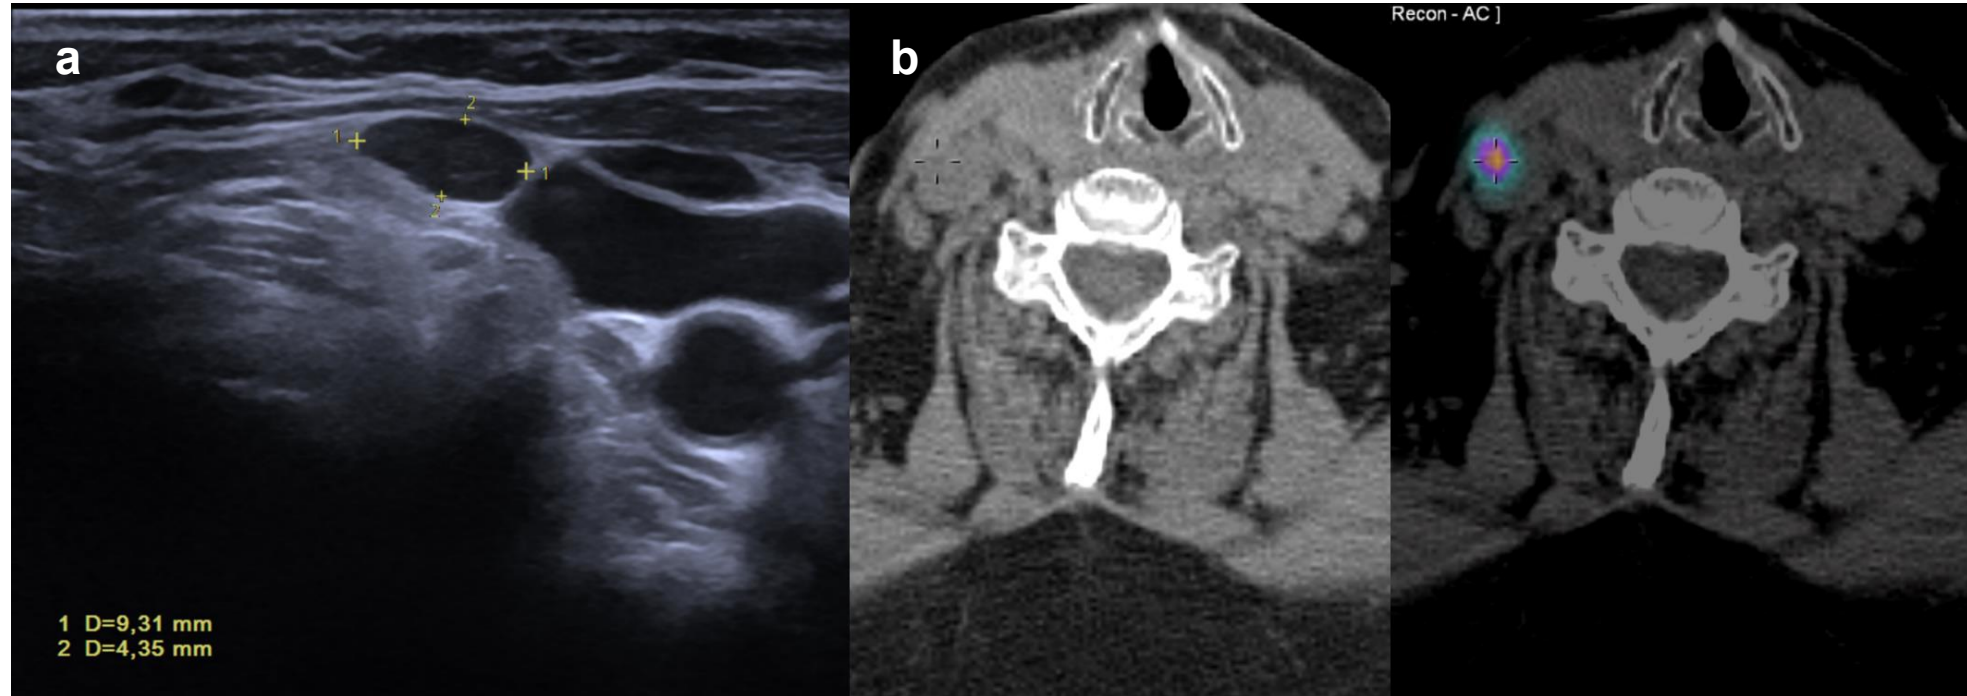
Ecografía (a) y SPECT/TC (b) que muestran una adenopatía laterocervical derecha de 9 mm localizada entre el borde posterior del músculo esternocleidomastoideo y la vena yugular interna, con señal focal del radiotrazador, correspondiente a linfoma folicular.
